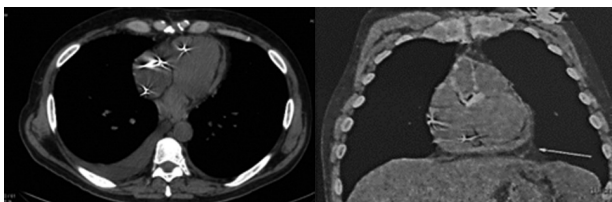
Tomografía computarizada multicorte de tórax que muestra el engrosamiento del pericardio.
